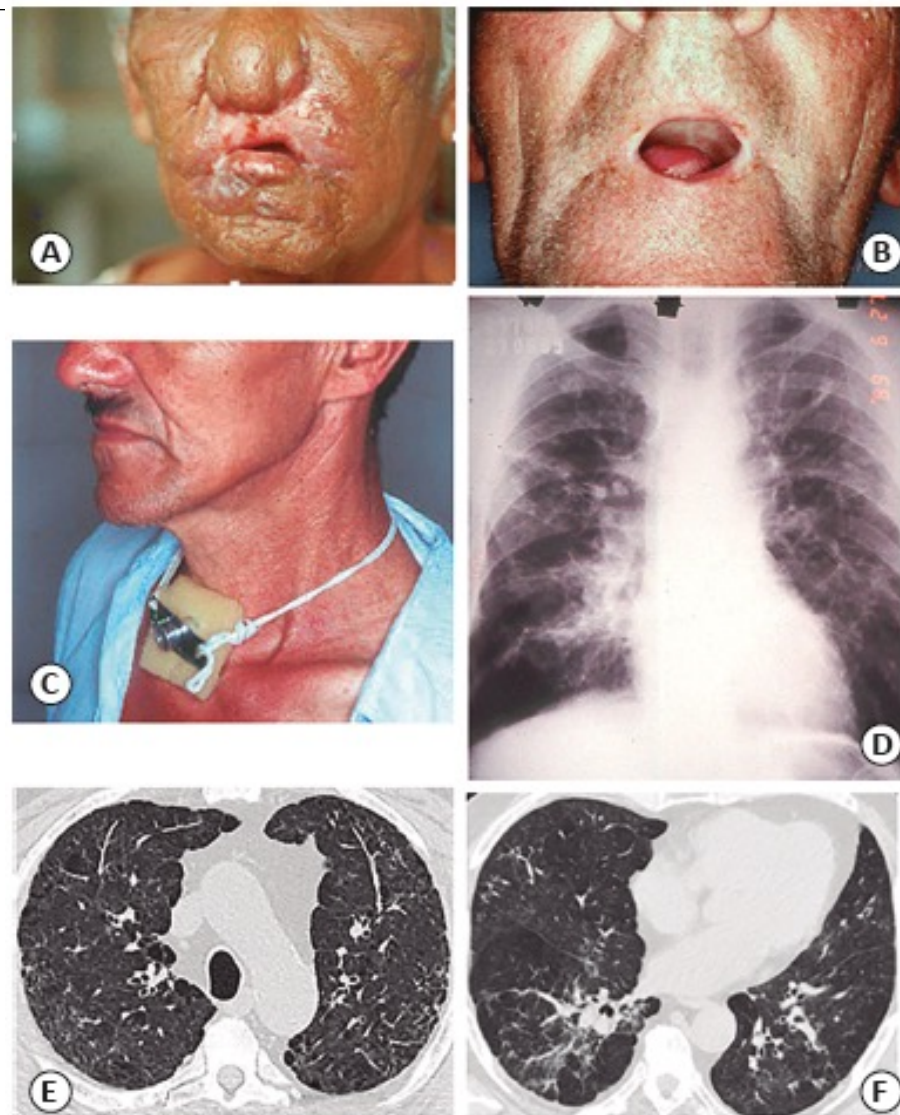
Sequelae of PCM in the respiratory system. A and B. Microstomia resulting from perioral lesions. C. Tracheostomy as a result of tracheal stenosis. D. Chest X-ray showing residual bilateral reticular infiltrate. E and F. CT showing post-treatment septal thickening, peripheral reticulation, and peribroncovascular thickening. PCM: paracoccidioidomycosis. Reproduction with modification: Shikanai-Yasuda, MA, Telles Filho F de Q, Mendes RP, Colombo AL, Moretti ML, Grupo de Consultores do Consenso em Paracoccidioidomycose. Consenso Brasileiro em Paracoccidioidomycose. Rev Soc Bras Med Trop. 2006;39(3):297-310³⁹.
